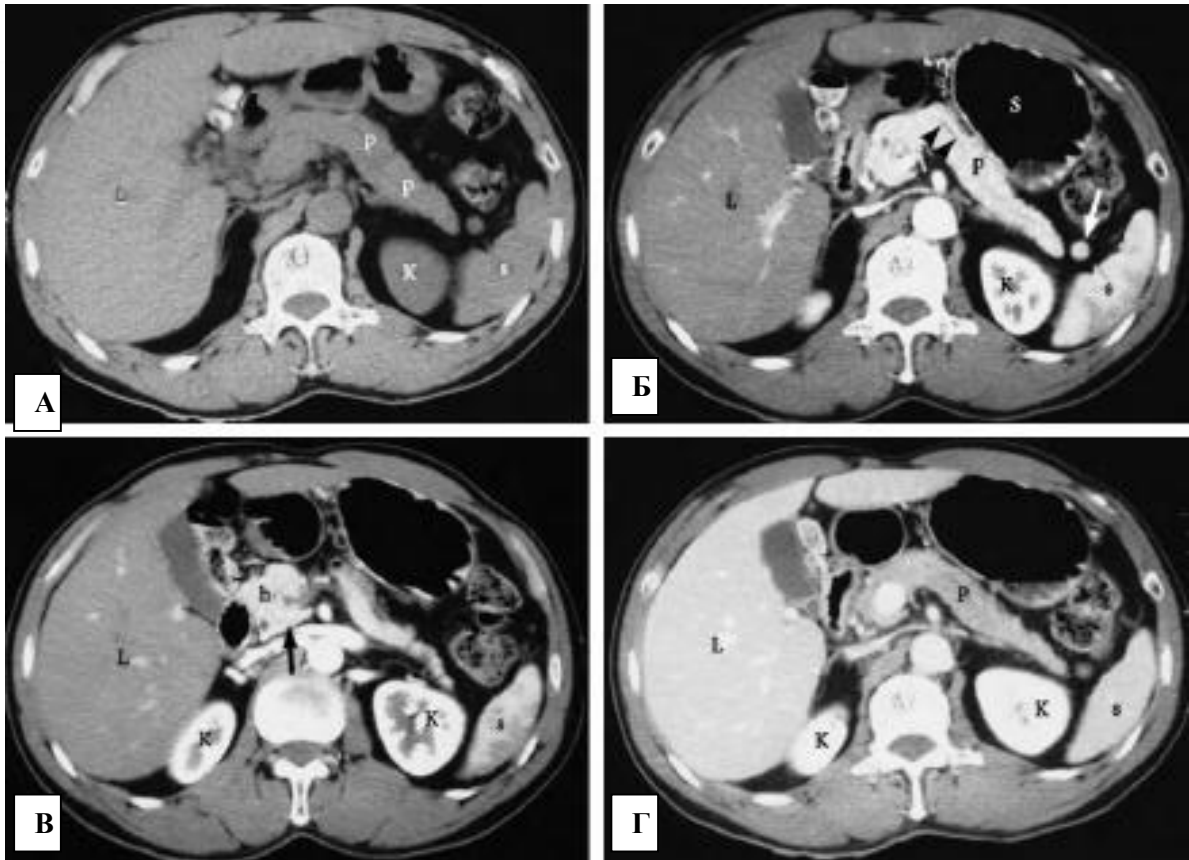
Компьютерная томография поджелудочной железы с контрастным усилением в норме:
